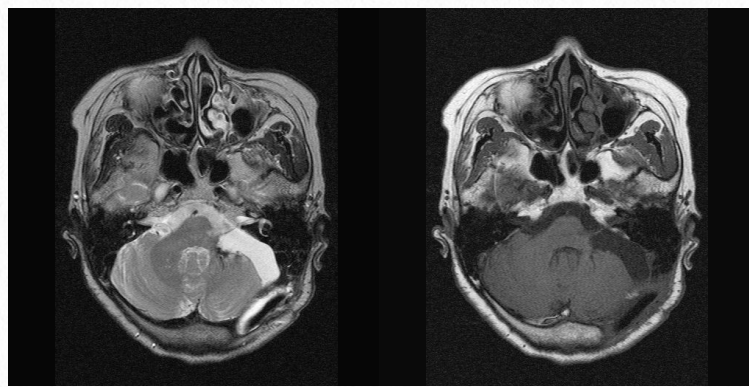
症例5・術後頭部MRI：腫瘍は摘出されていた。明らかな髄液漏を認めなかった。
